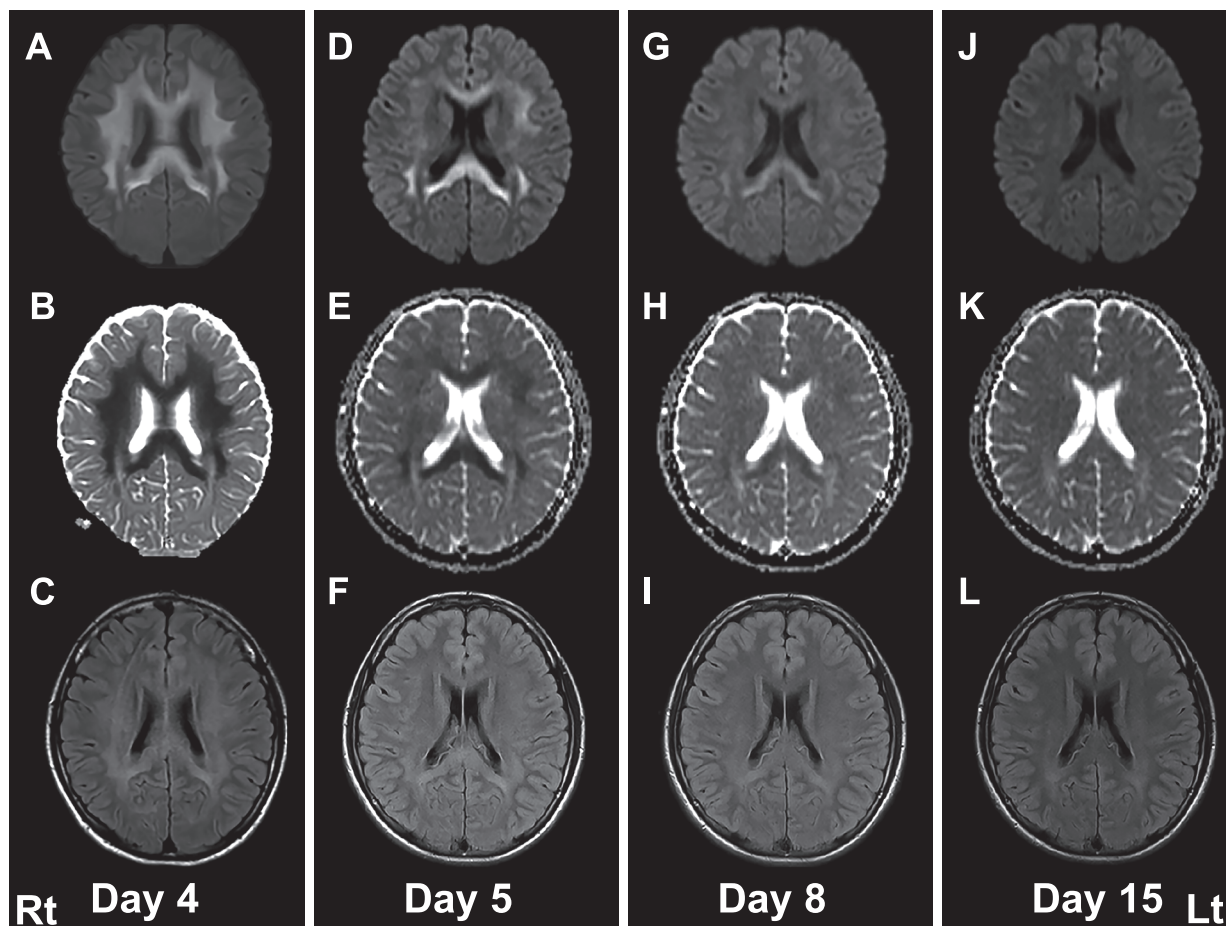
Clinical course of Brain MRI.
